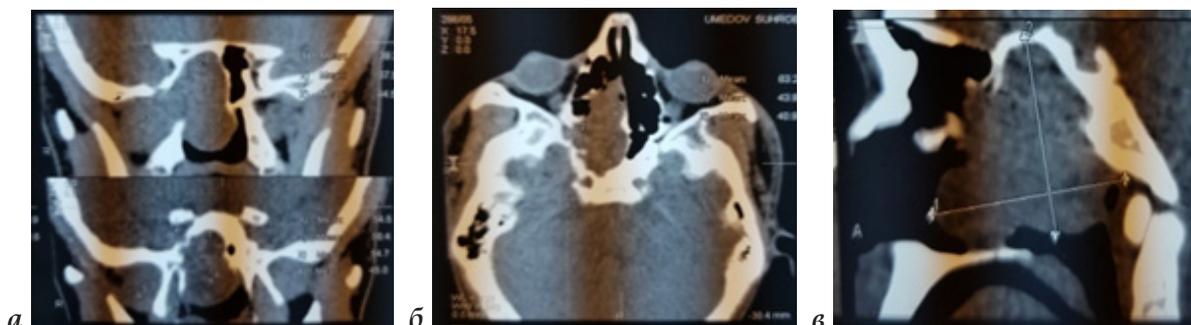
Фрагменты КТ больного Ш.П., 16 лет с диагнозом: "ЮАОЧ птеригомаксиллярной формы III-ей степени по классификации U. Fish" (коронарный (а), аксиальный (б) и сагиттальный (в) срезы)
